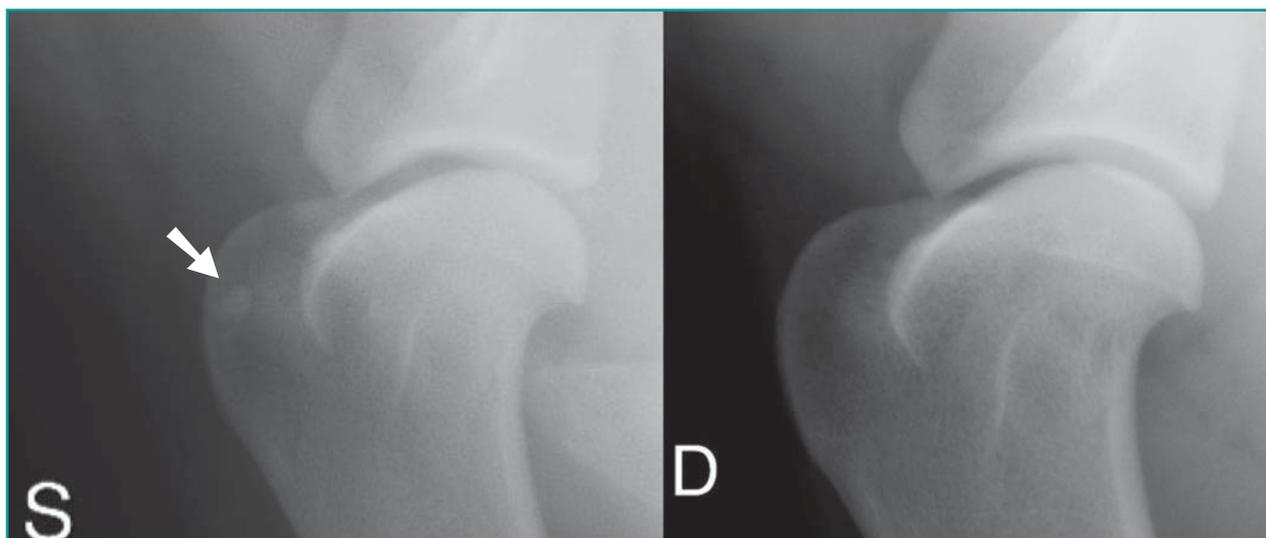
Studio radiografico comparativo di spalla in proiezione ML.
